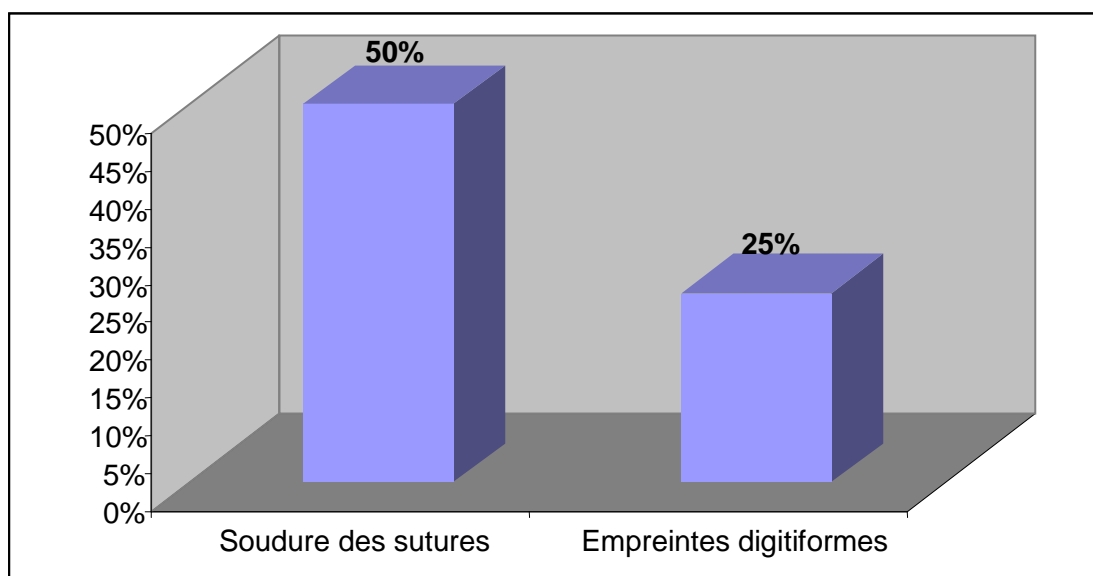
pourcentage des anomalies radiographiques
